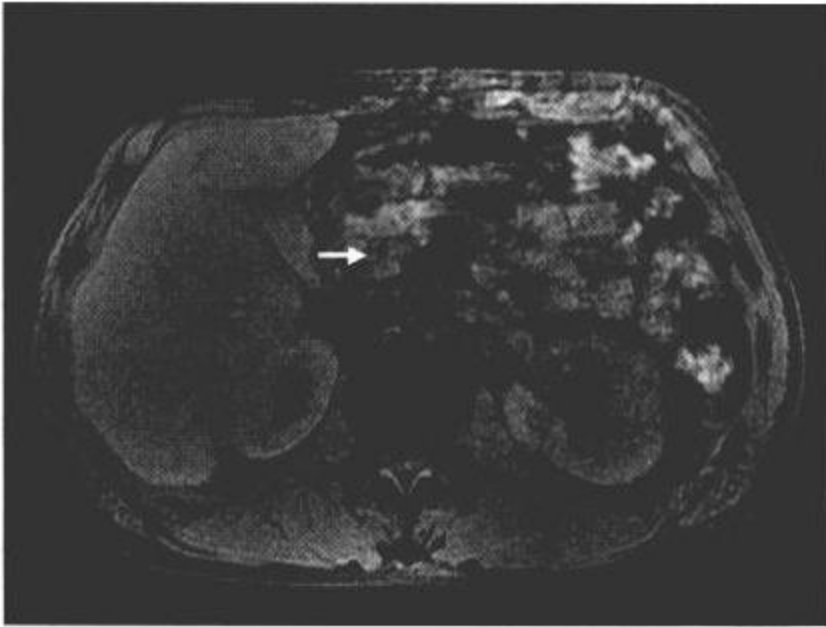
MRI (T1 intensified image with fat suppression) showed that there was a low intensity round area (sized 25mm in diameter) in the uncinate process of pancreas. In early stage, the area was not enhanced.
